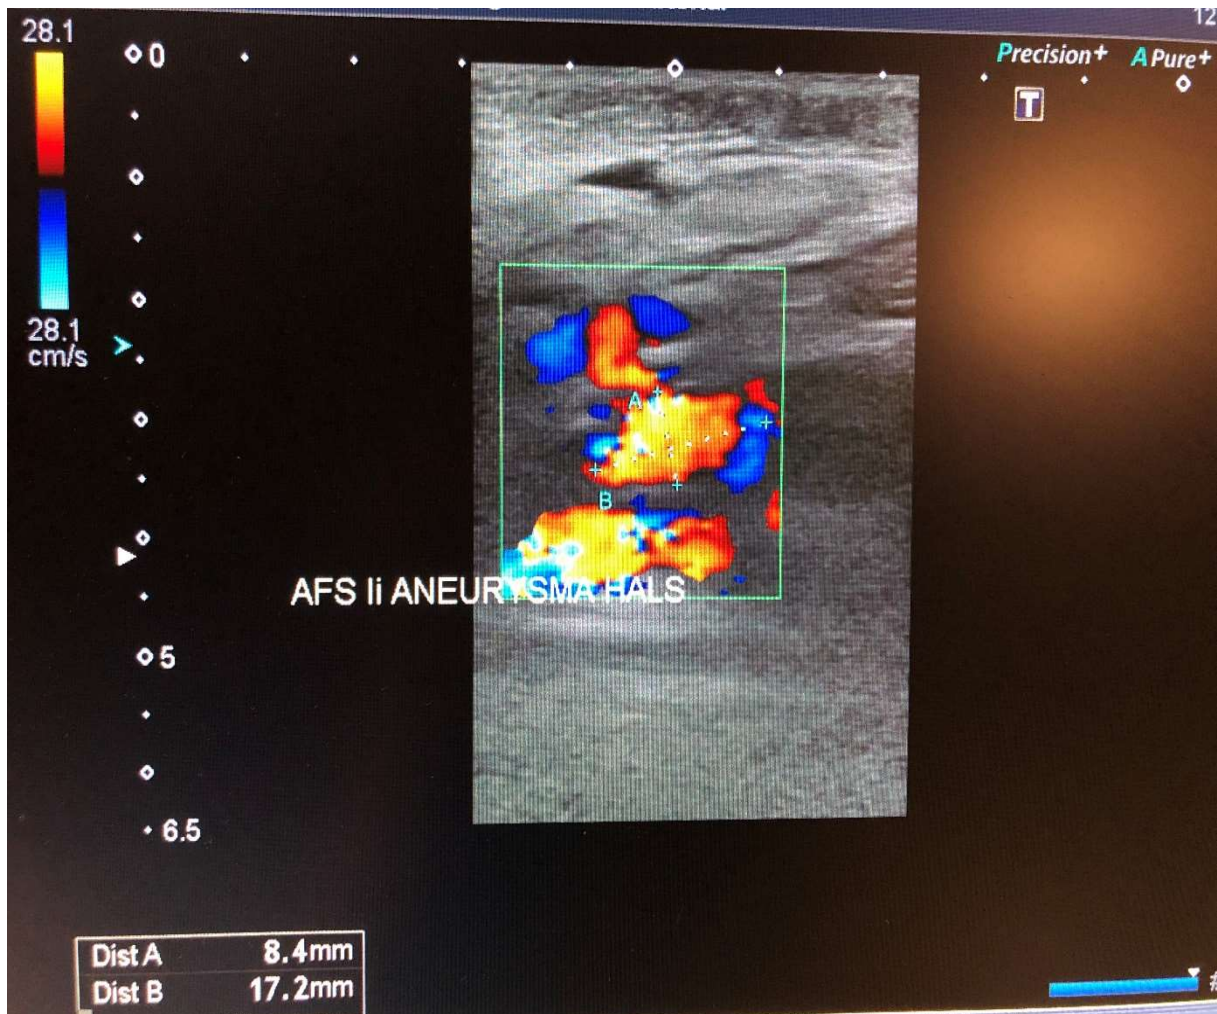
Farbduplexsonographische Darstellung eines Pseudoaneurysmas
